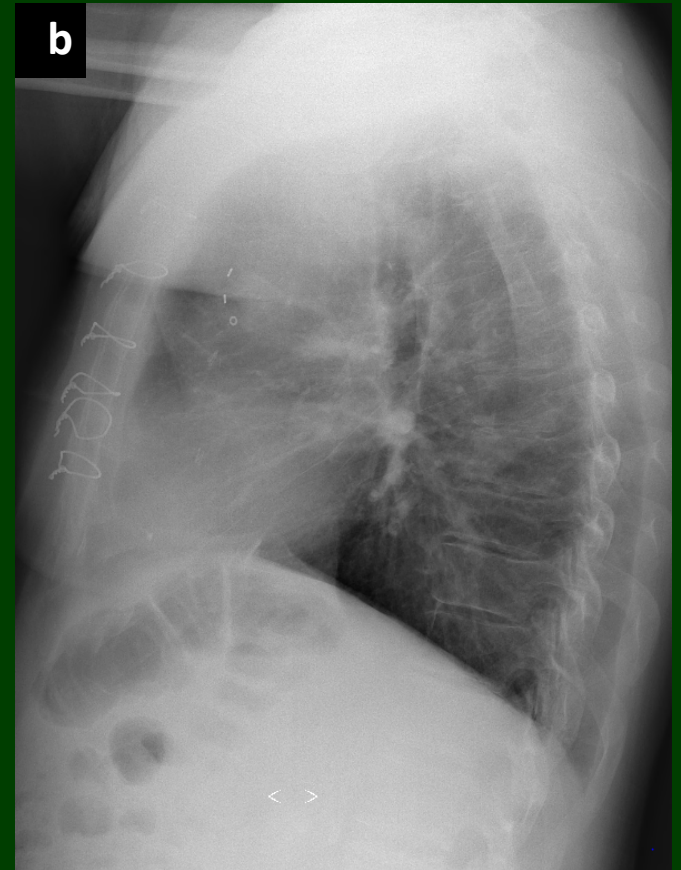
Radiografía inicial de tórax frente(a) y perfil (b) . Presencia de lesión cavitada en zona apical de pulmón izquierdo y nódulo redondeado en campo medio de pulmón derecho. Otros nódulos de menor tamaño. Cerclaje esternal con cambios secuales post revascularización coronaria.
